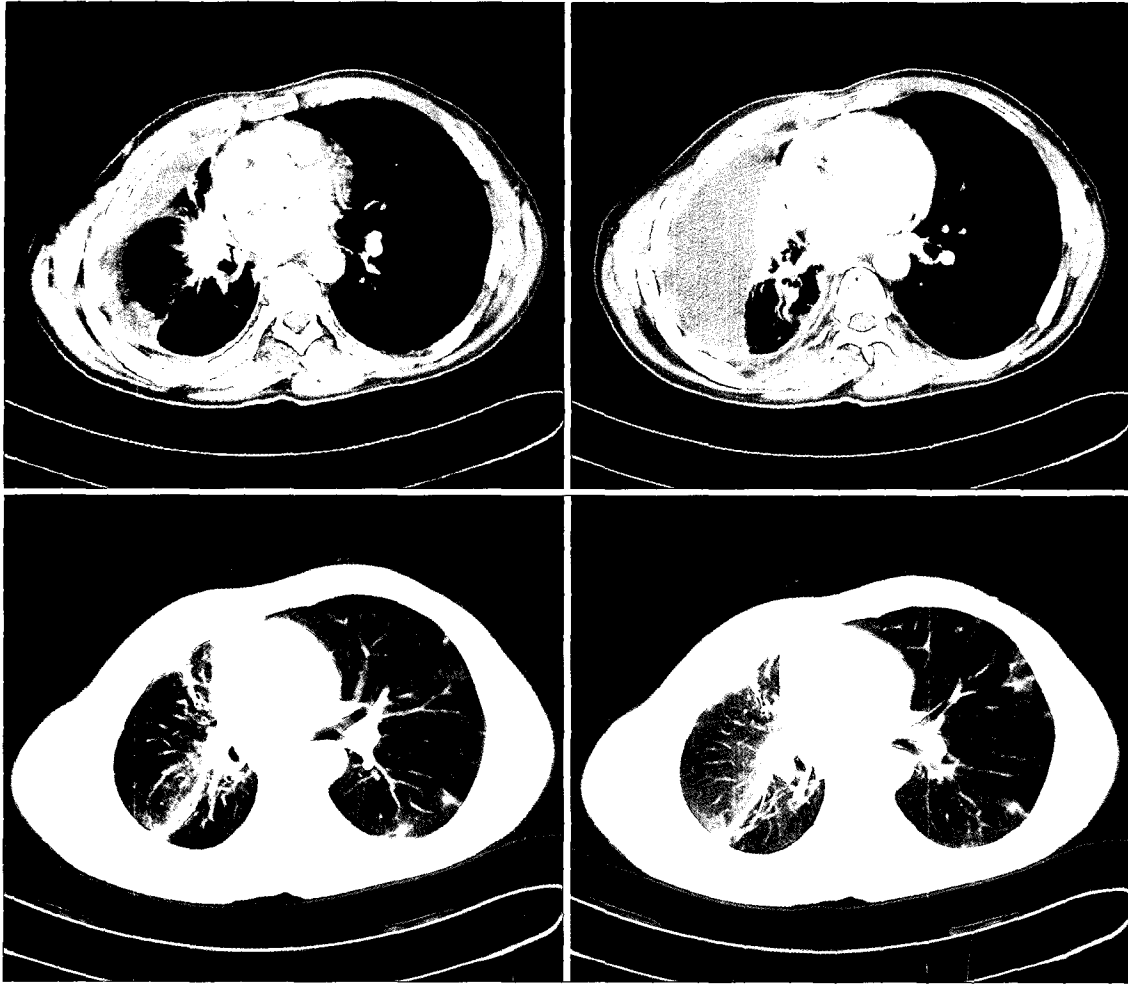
Preoperative chest CT shows pleural effusion in the right hemithorax and collapsed right lung. Also shows multiple nodules in the parenchyme of left lung.
